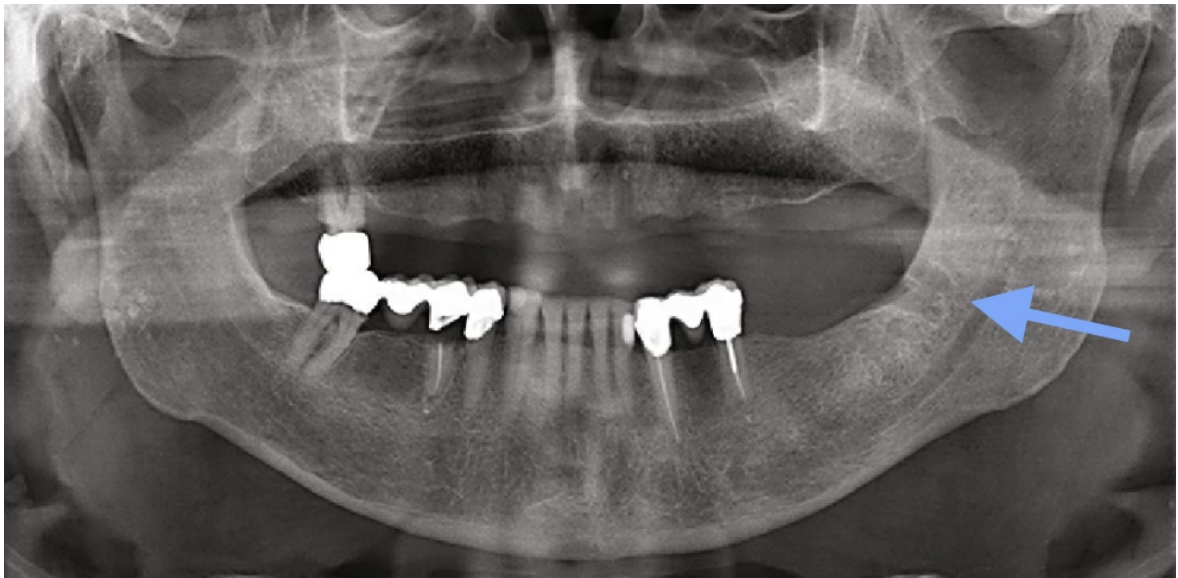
cliché radiographique de l'ostonécrose mandibulaire de stade 1 de la figure 10 (52).
